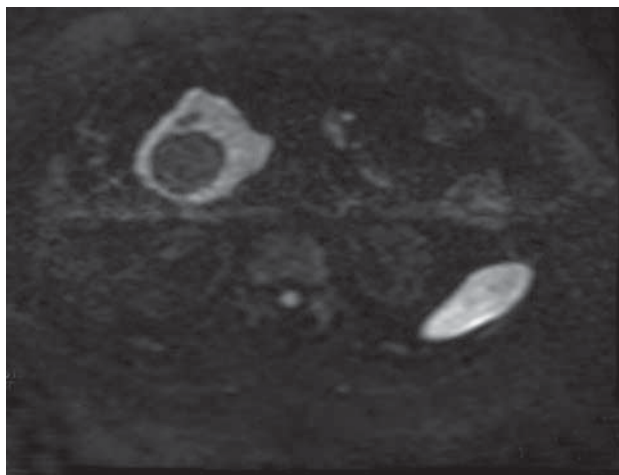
МРТ-изображение, ДВИ: ограничение диффузии ($b = 1000$), гиперинтенсивный ободок.
